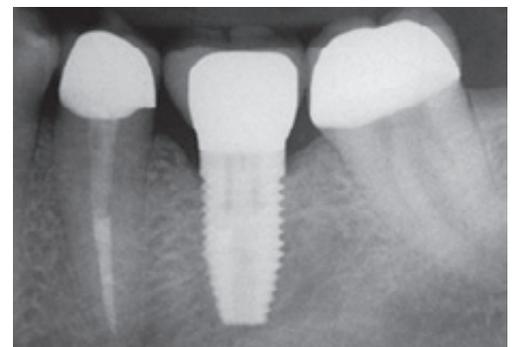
Das abschließende Röntgenbild mit den drei Einzelkronen (Implantat inseriert von Dr. Robert Bressman, Skokie, Illinois, USA).
